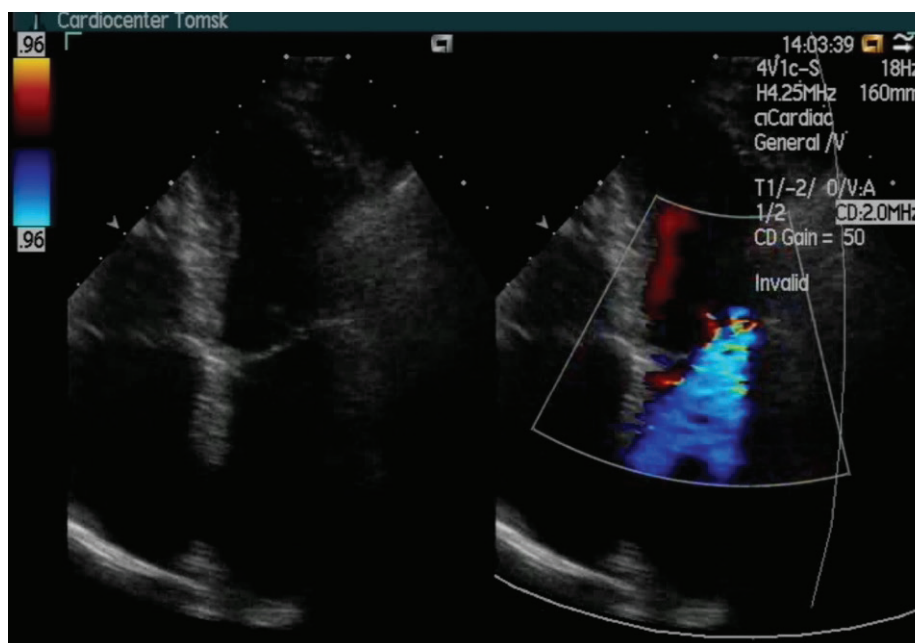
Предоперационная эхокардиография: отмечаются признаки значимой митральной регургитации
